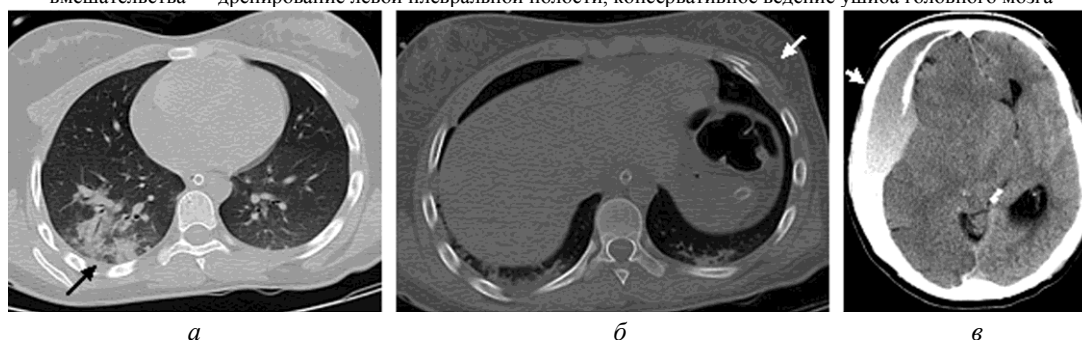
МСКТ. Тяжелая КТТ (падение с высоты 6-го этажа). Перелом ребер слева, двухсторонний ушиб легких, малый гидроторакс (а, б). Острая субдуральная гематома правого полушария объемом более 150 см³ с дислокацией срединных структур, вклиниванием мозга (в). С учетом превалирующего повреждения определен порядок оперативного вмешательства — резекционная трепанация черепа. Удаление острой субдуральной гематомы, консервативное ведение ушиба легких
